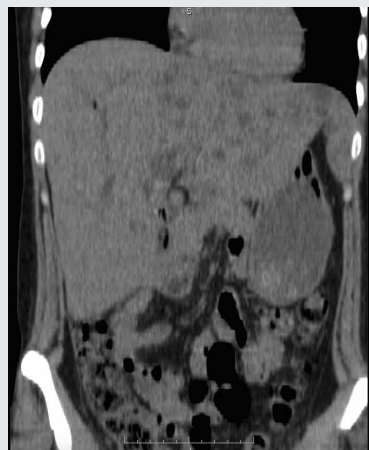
КТ 20.12.20 - холангиогенные абсцессы печени
